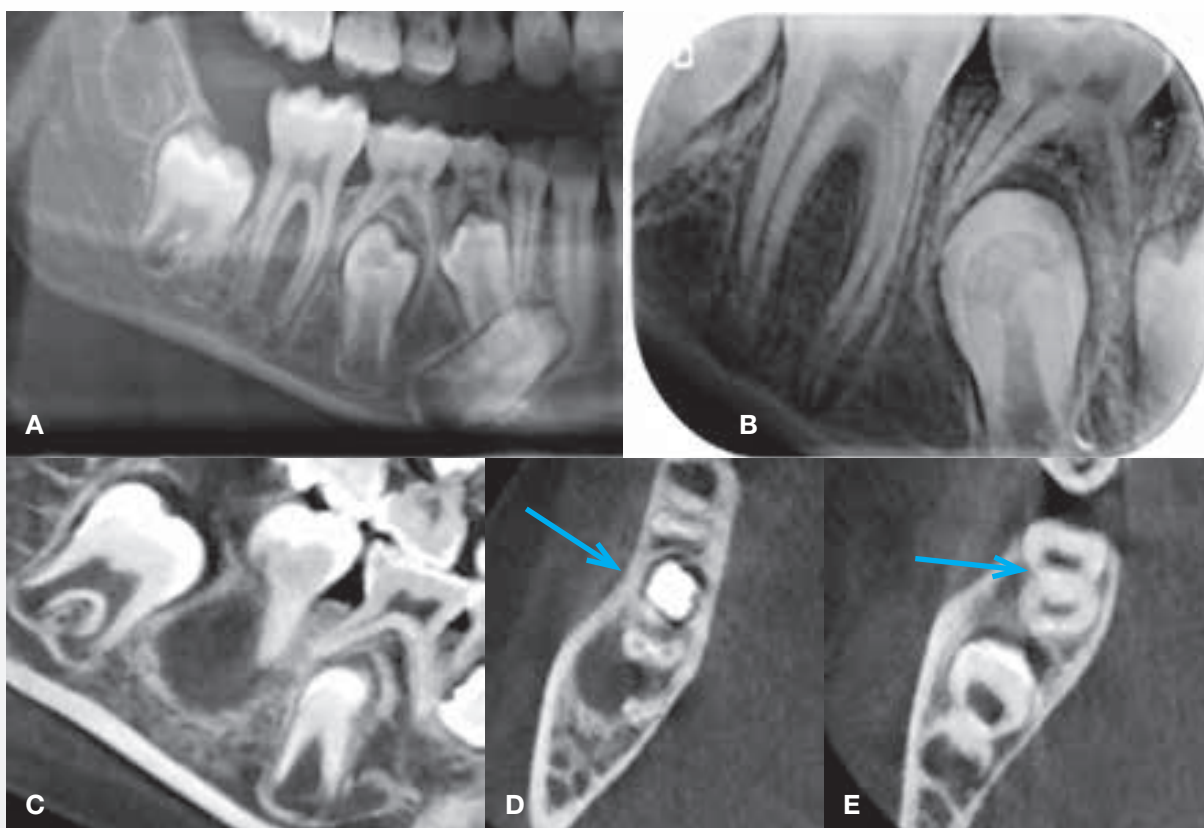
Røntgenundersøgelser af en 10-årig dreng med symptomer fra regio 6-. A. Udsnit af panoramabillede. B. Periapikalt billede. C. CBCT-snit i det sagittale plan; cystisk opklaring ved rødderne af 6-. D. Snit i det aksiale plan; aflejring af knogle bukkalt (pil) og opklaring bukkalt for og mellem rødderne af 6-. E. Snit i det aksiale plan; afladning af rødderne i furkaturen (pil).
